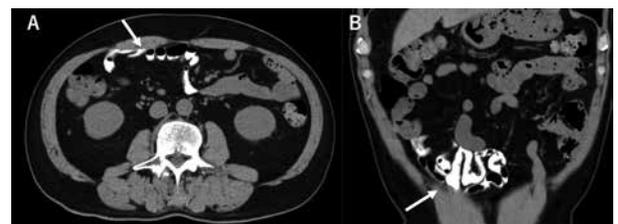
Plain computed tomography after shuntgraphy
